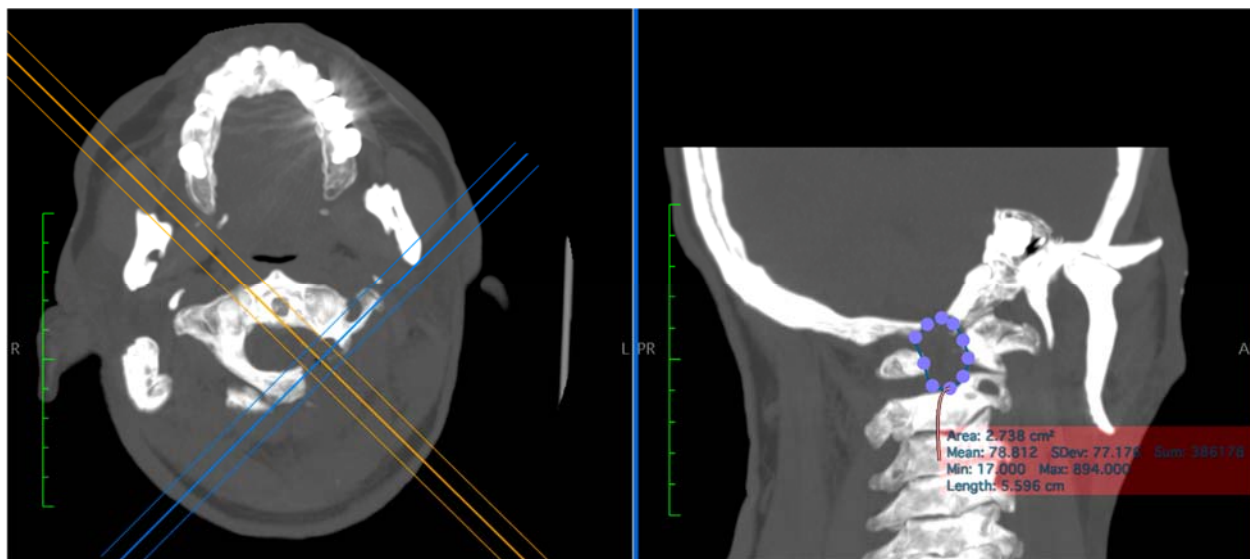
Пример измерения костного окна на послеоперационном СКТ-снимке в режиме трехмерной мультипланарной реконструкции
